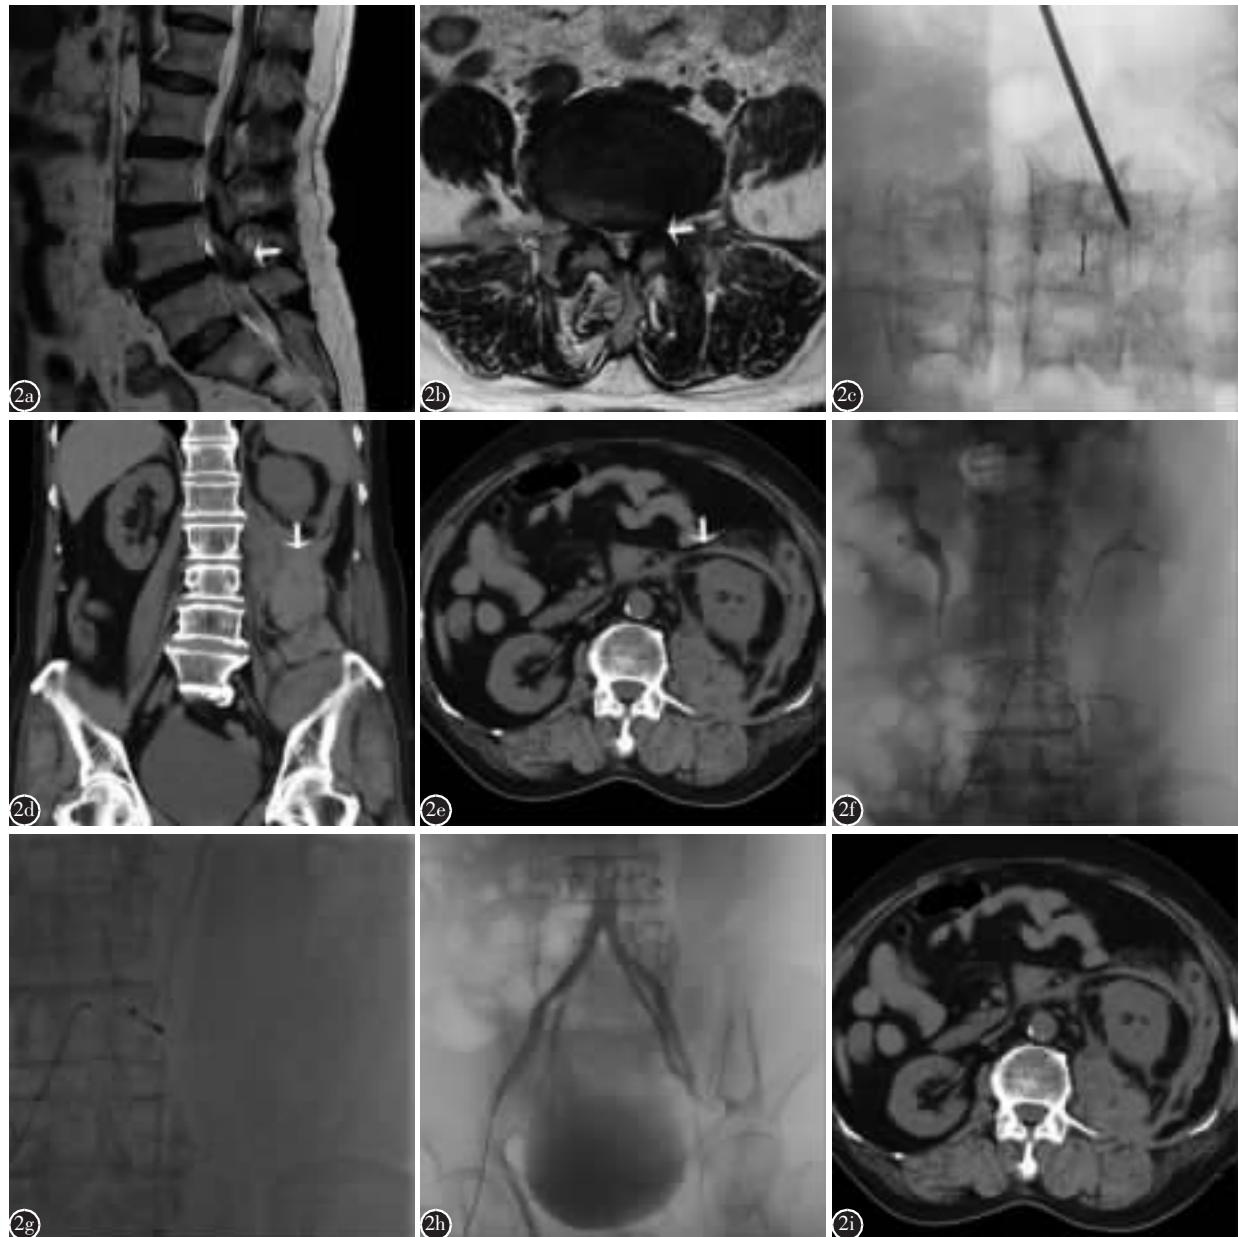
女性,63岁 a 术前MRI示L4/5椎管狭窄(箭头) b 术前MRI示L4/5左侧隐窝狭窄(箭头) c 穿刺位置靠近头端,且穿刺位置不佳,行多次调整穿刺 d,e PELD术后5h复查腹部CT示左侧腹膜后巨大血肿形成 f 造影可见左侧L3动脉小分支造影剂外溢 g 用3枚2×20mm弹簧圈栓塞左侧L3动脉主干 h 栓塞后出血责任血管未见显影,未见造影剂外溢 i 术后3d复查腹部CT提示腹膜后血肿范围较前明显缩小
